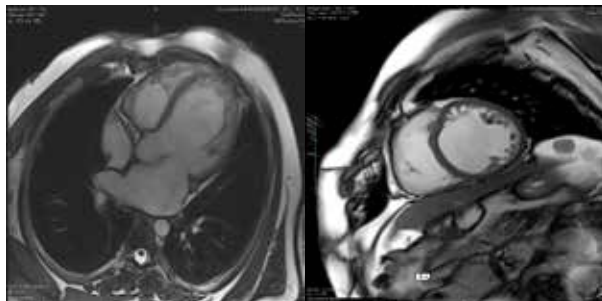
RMN cu captare tardivă de Gadolinium-DTPA. Evidențierea straturilor de miocard noncompactat și a trabeculelor în regiunea apicală a ventriculului stâng
